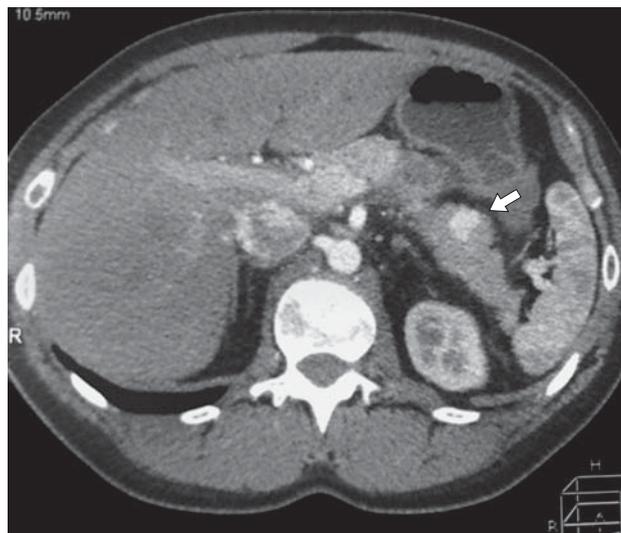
Компьютерная томограмма. НЭО тела ПЖ (стрелка).
